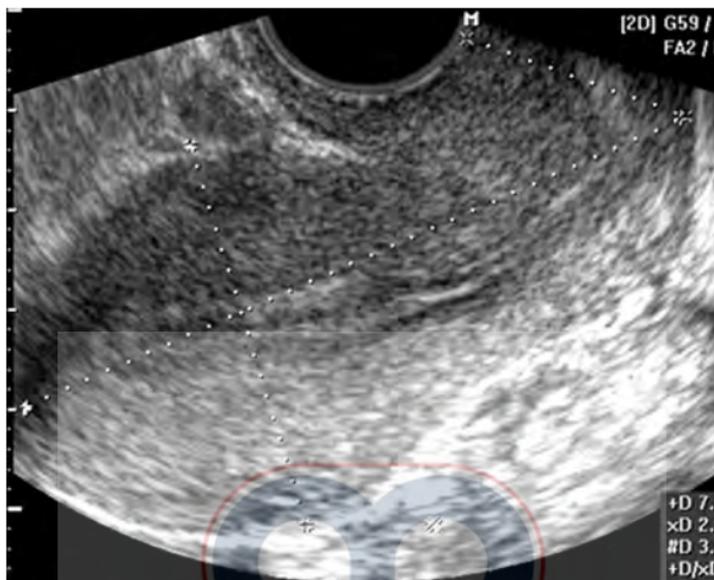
Se observa un útero antevertido con el ultrasonido transabdominal.
